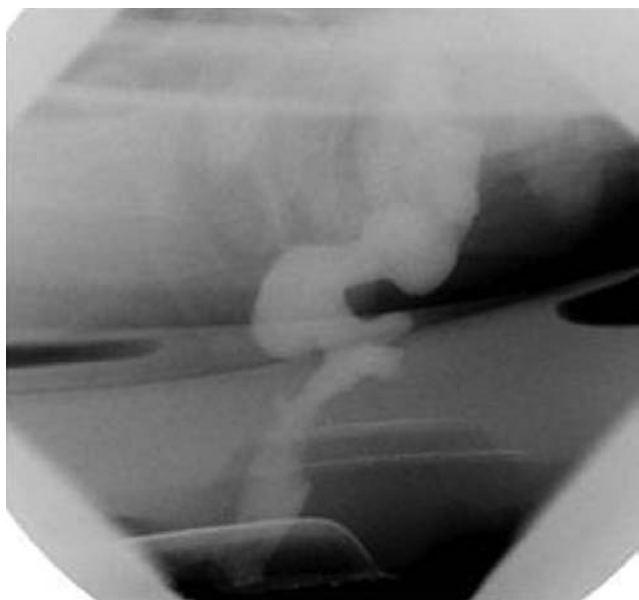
Defecografía de un paciente masculino de 42 años de edad (con antecedente de ano imperforado y corrección quirúrgica) durante la fase de reposo: se observa el orificio anal externo abierto.
